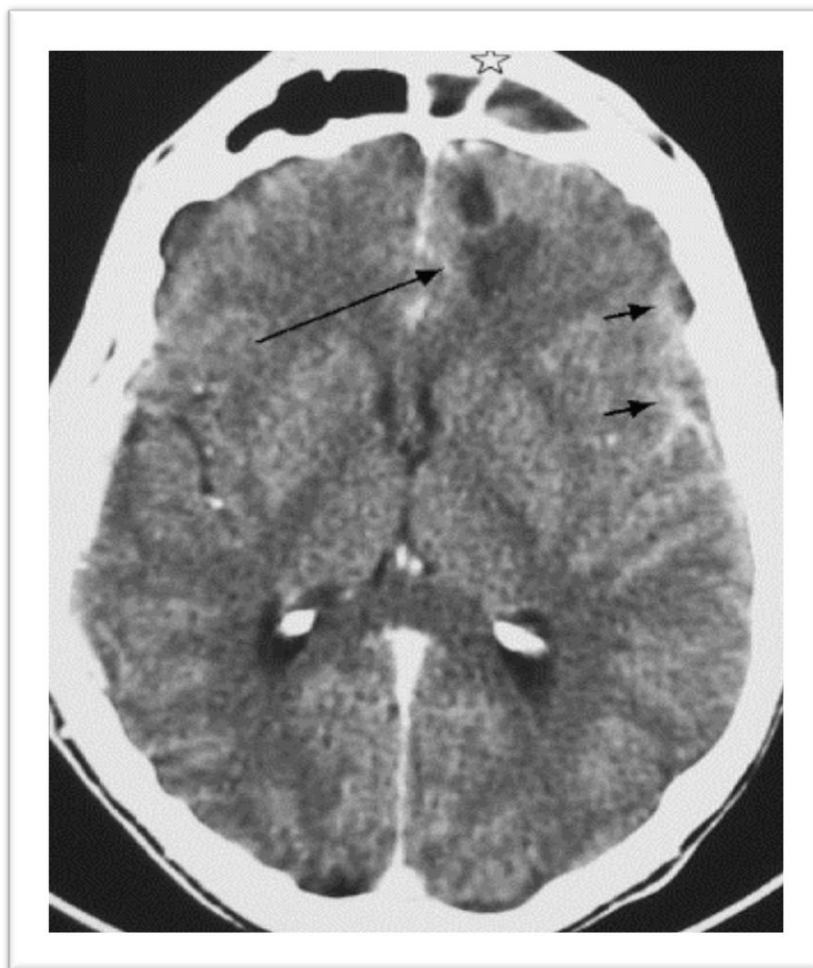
TDM cérébrale avec injection de produit de contraste. Sinusite frontale gauche (étoile), encéphalite pré-suppurative (flèche longue), prises de contraste méningées (flèches courtes).
